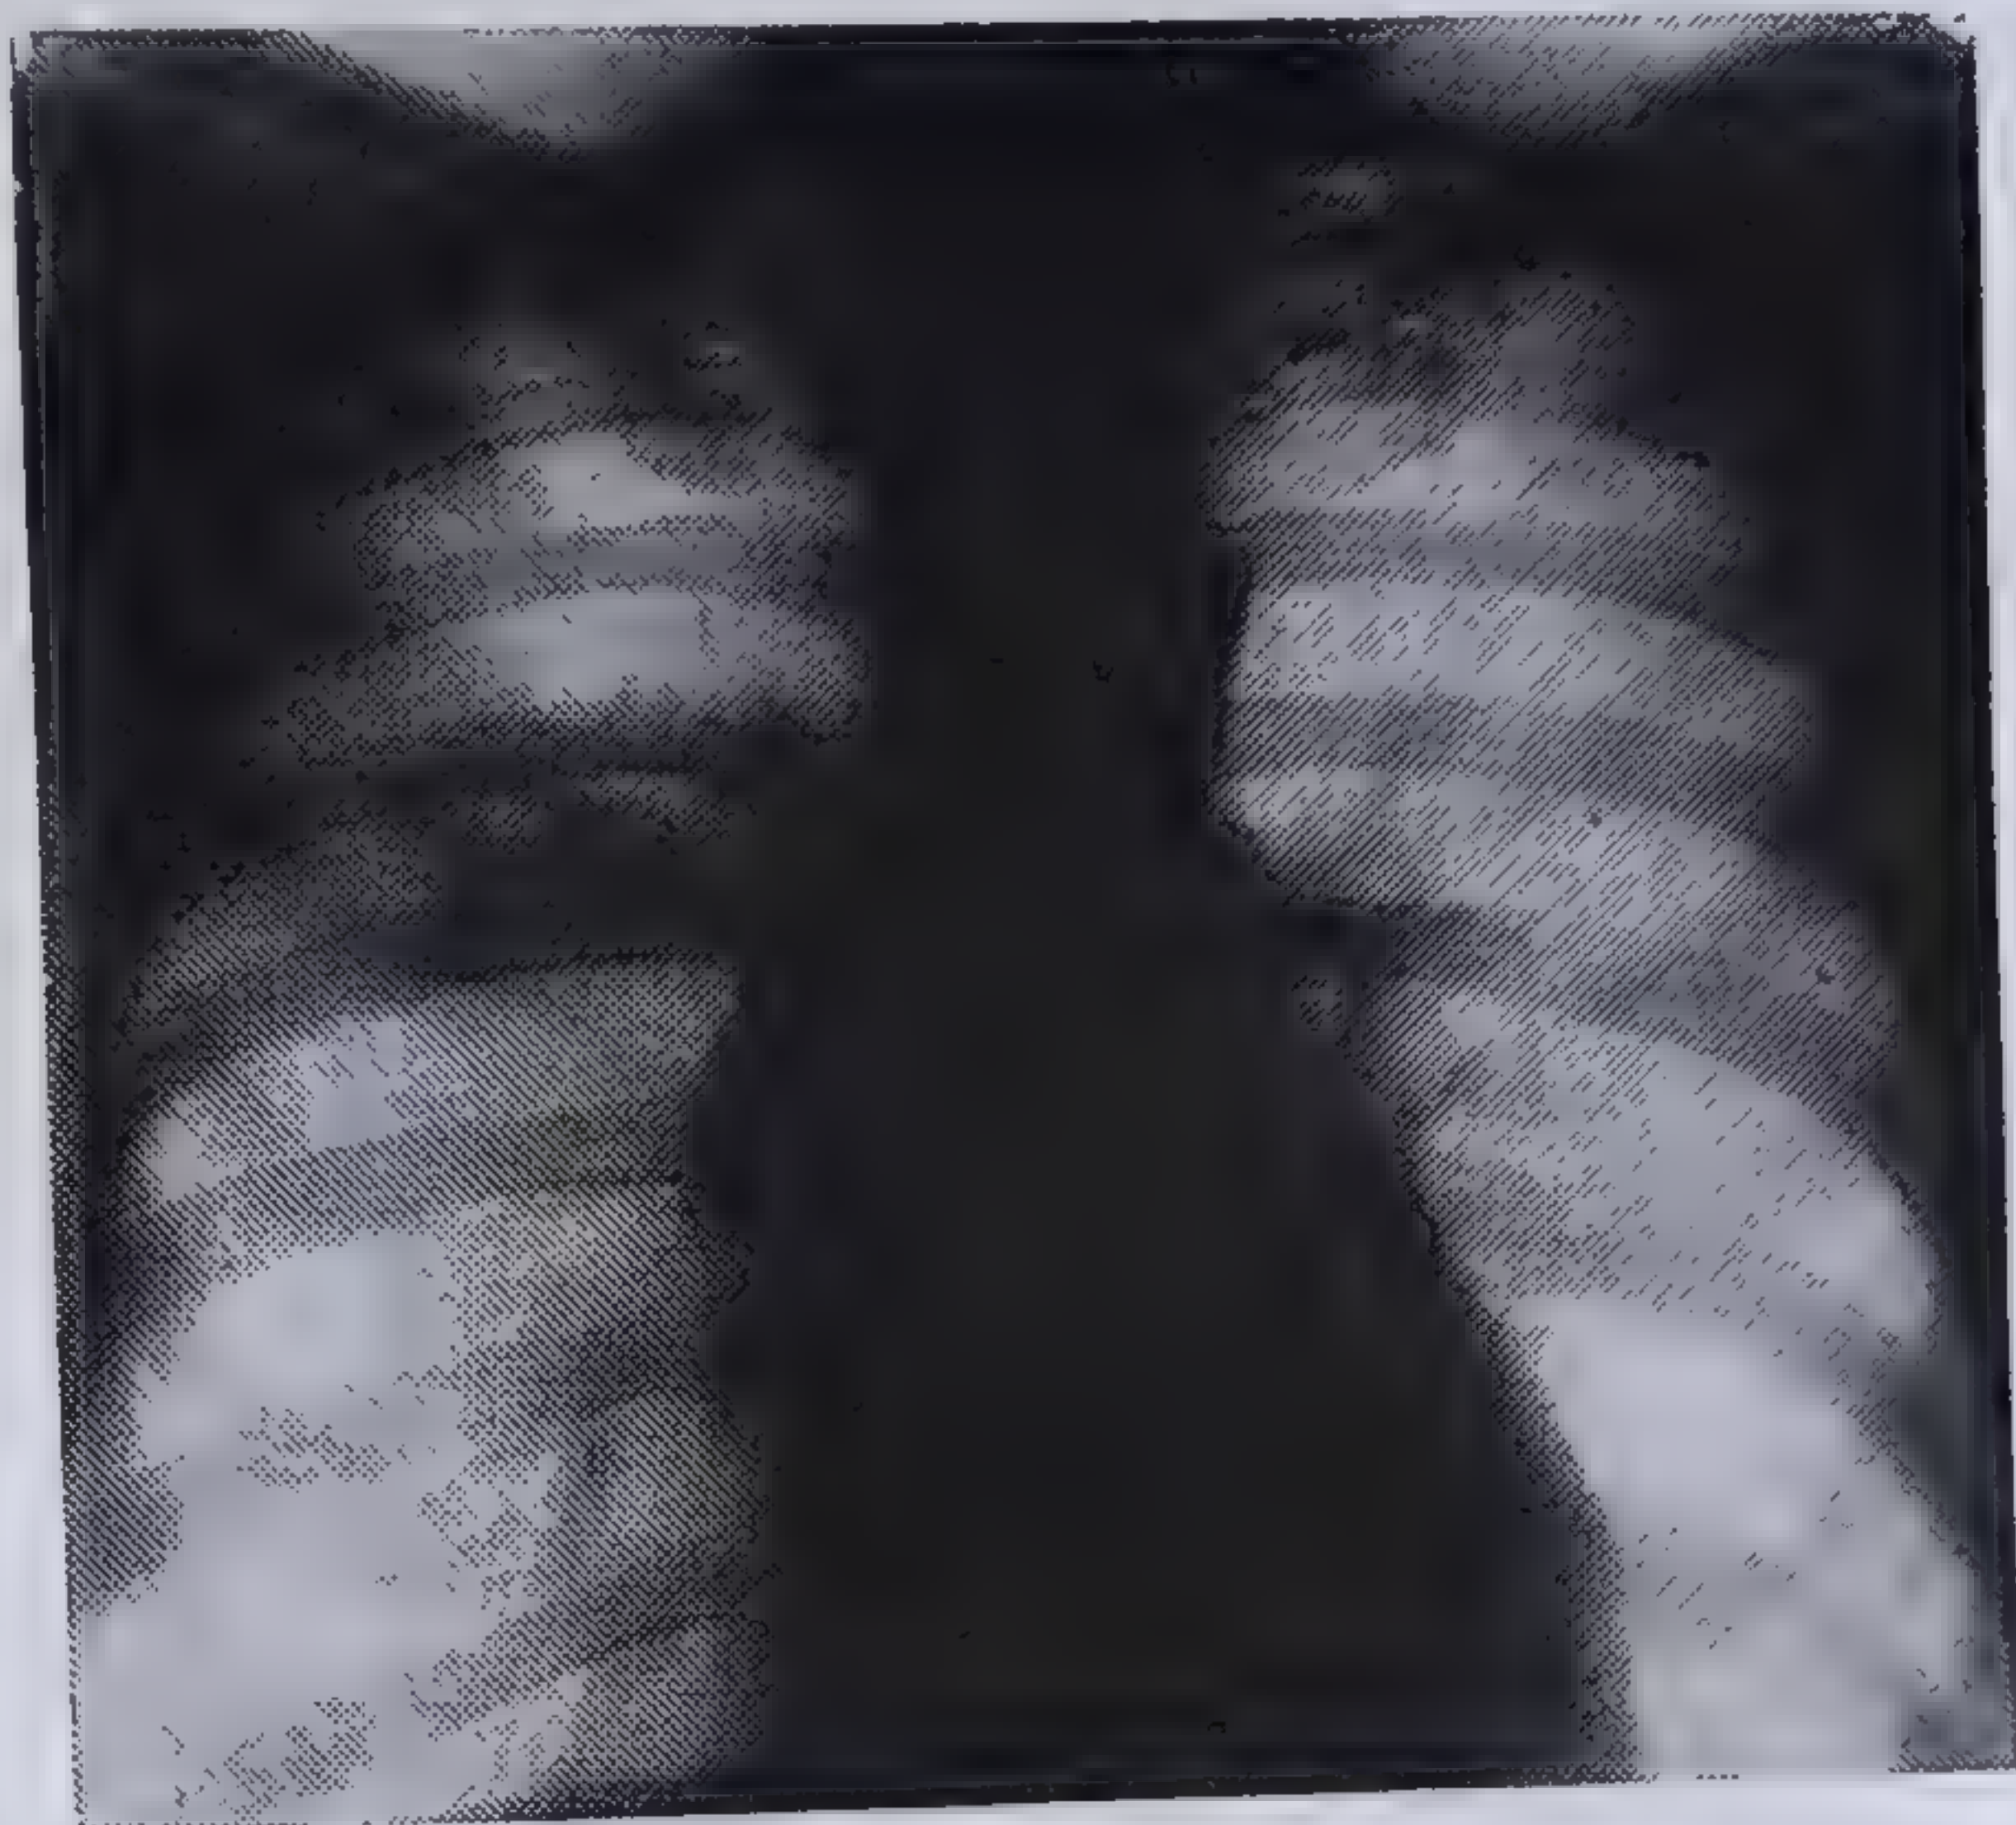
a. — P. I. 27 ani, bărbat. Debut și evoluție zgomotoasă și tipică de pneumopatie acută virotică. Microhemoptizie și baciloscopie pozitivă. Viraj tuberculinic cu intradermoreacție intens. pozitivă. Pe radiografie se observă cele
